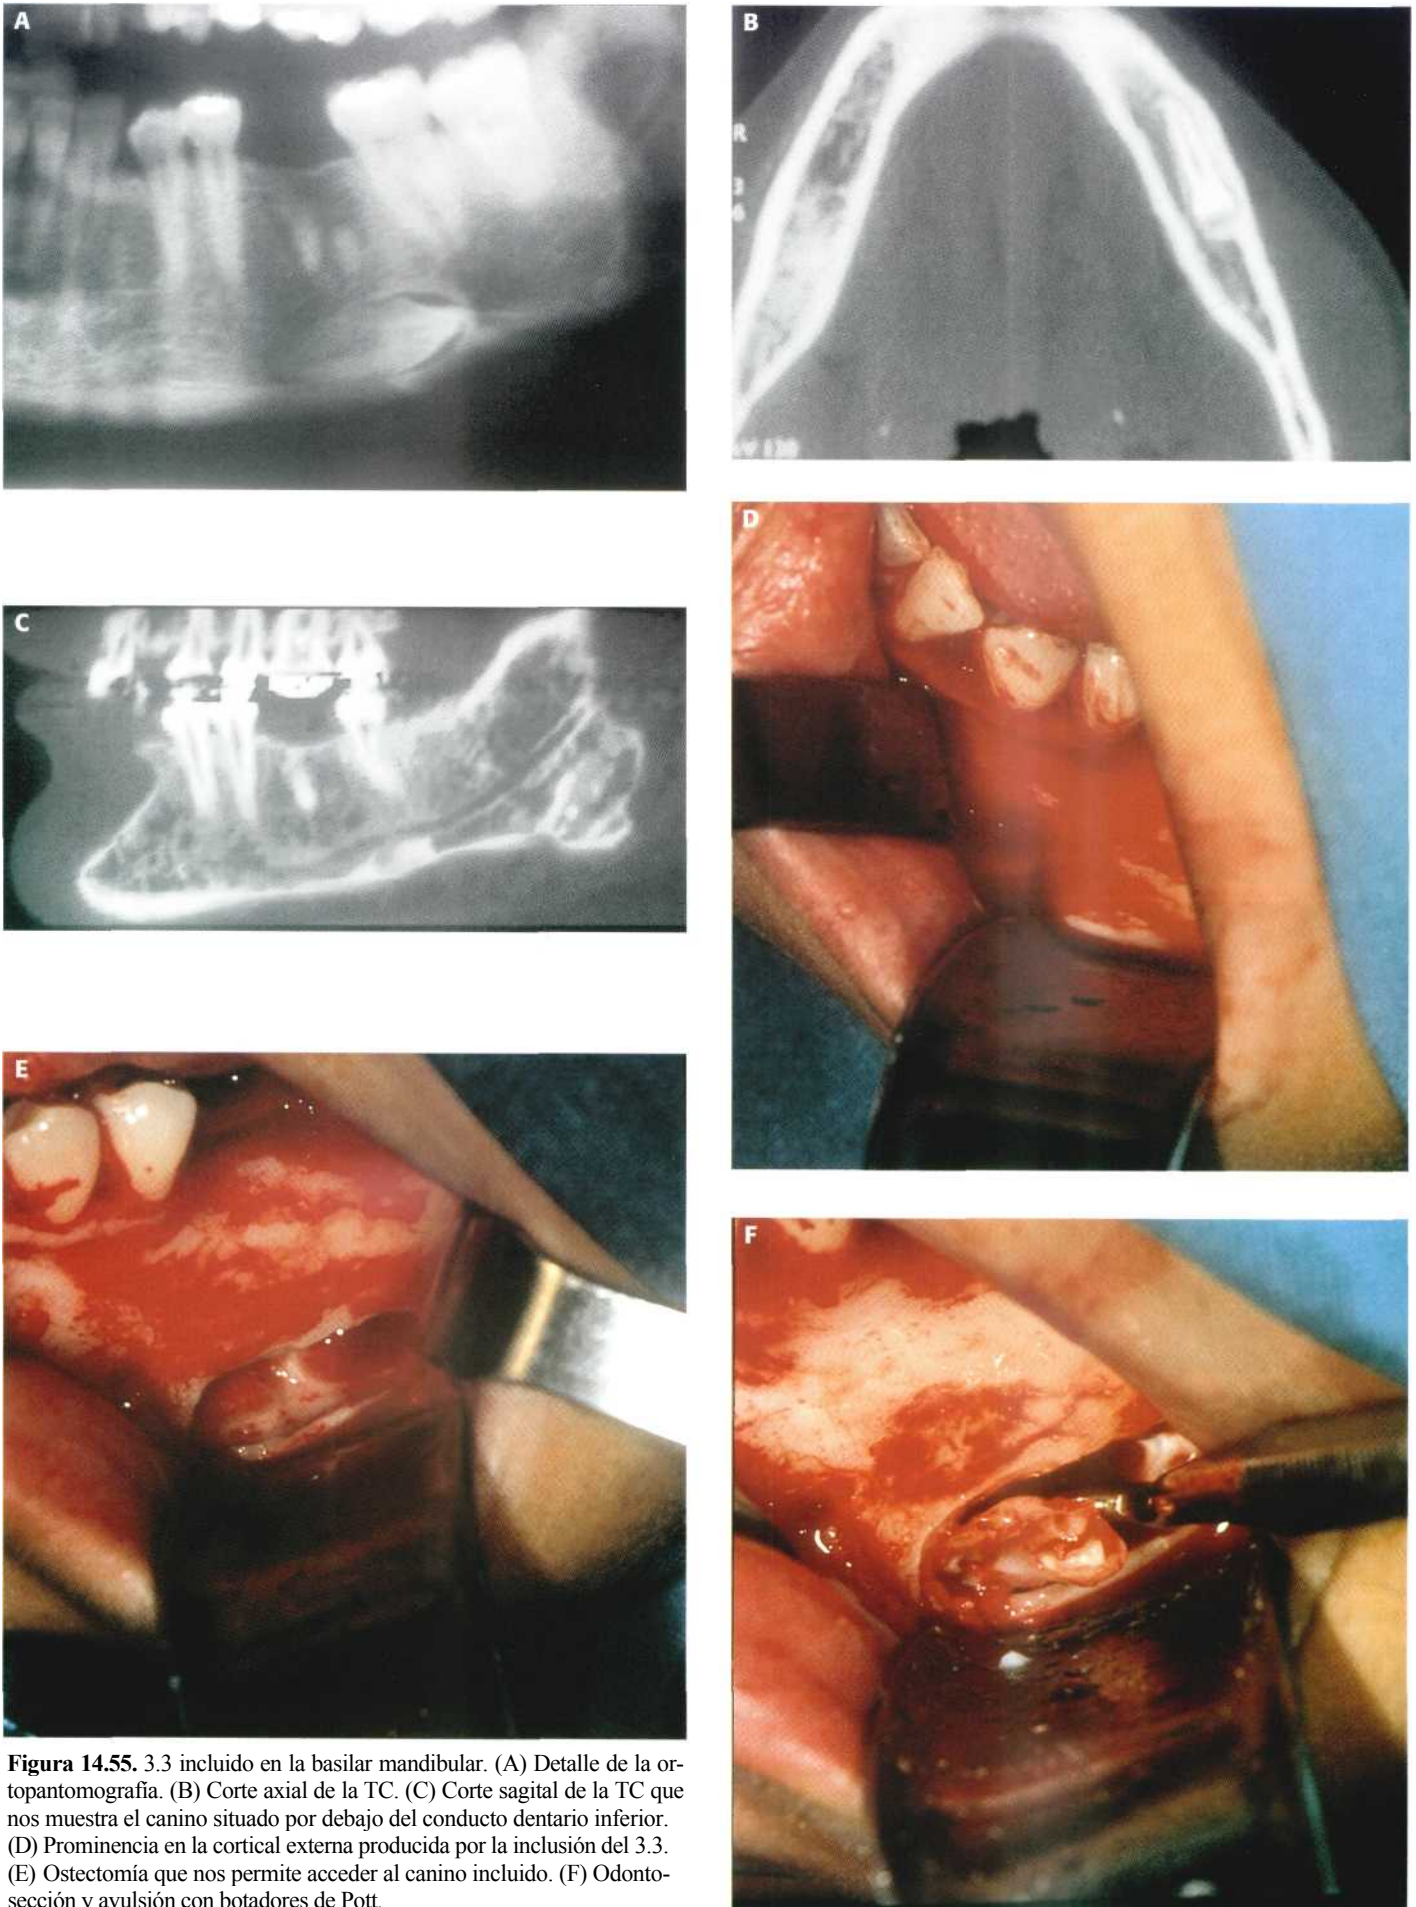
3.3 incluido en la basilar mandibular. (A) Detalle de la ortopantomografía. (B) Corte axial de la TC. (C) Corte sagital de la TC que nos muestra el canino situado por debajo del conducto dentario inferior. (D) Prominencia en la cortical externa producida por la inclusión del 3.3. (E) Osteotomía que nos permite acceder al canino incluido. (F) Odontosección y avulsión con botadores de Pott.
